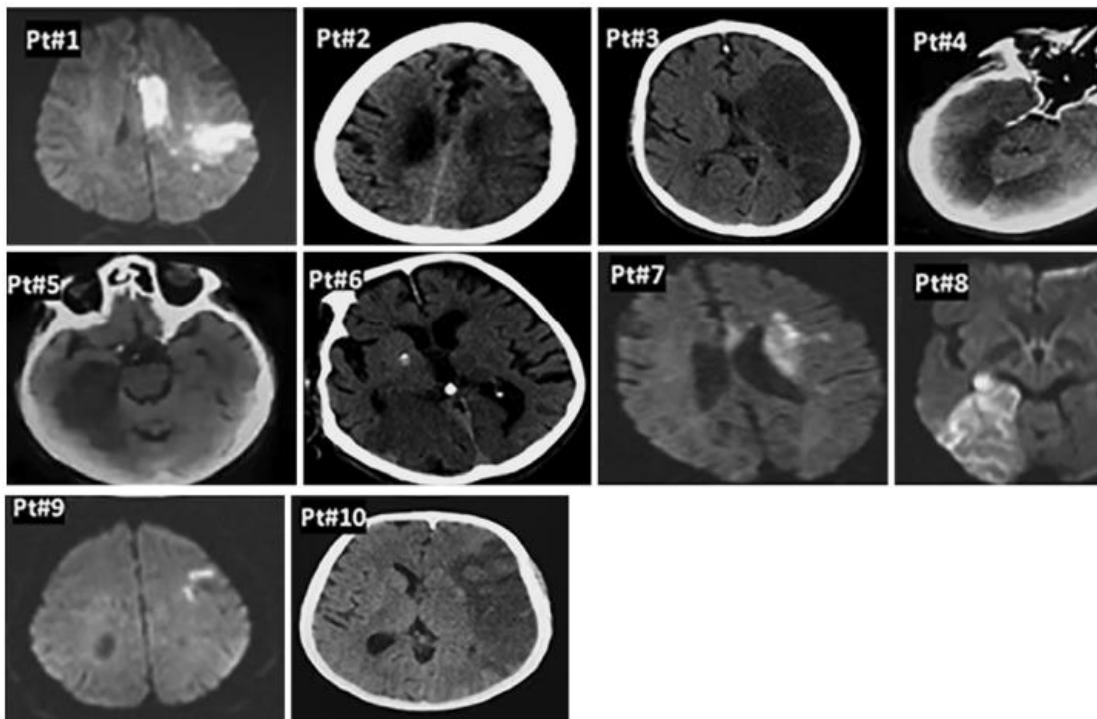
Hallazgos cerebrales del estudios de Ahmadi Karvigh y cols.(32). Los pacientes n. ° 2, n. ° 6 y n. ° 10 murieron. El paciente n° 4 tenía una angiografía por TAC de cerebro que mostraba la oclusión de la arteria basilar y vertebral por trombosis.
